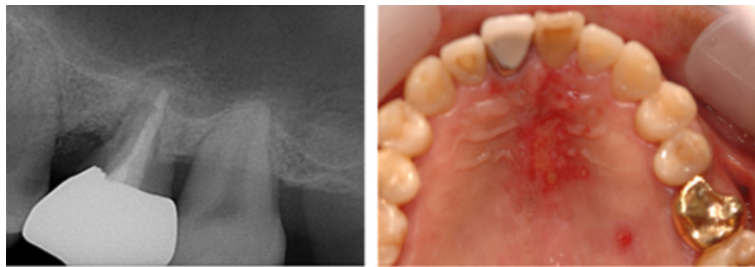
Periapical radiograph and photograph of the left maxillary first molar with gum boil-like blister at the apical part of the palatal root. Mesiobuccal root of the tooth was previously resected.
